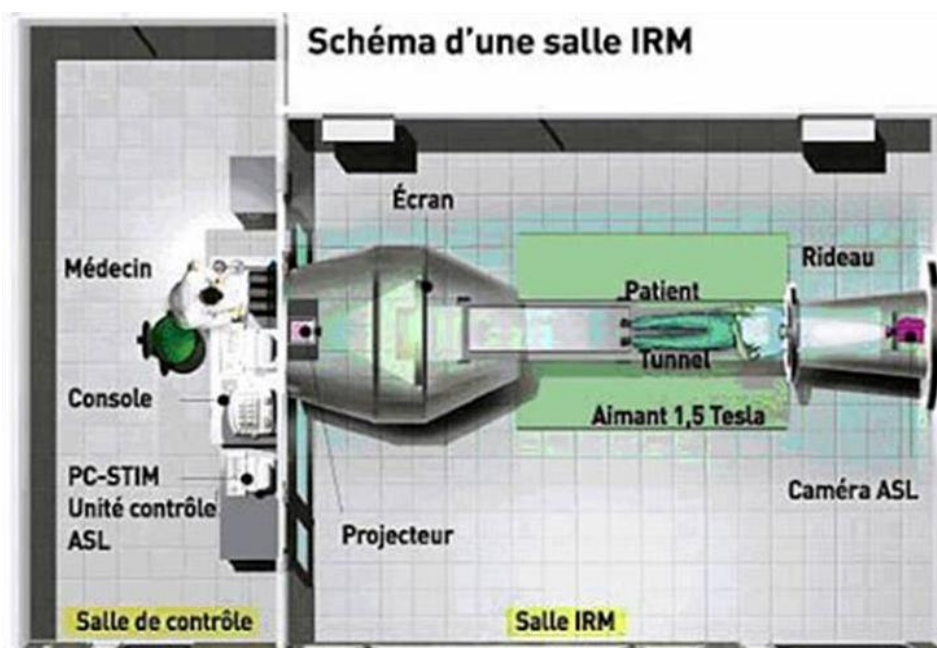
organisation fonctionnel d'IRM
